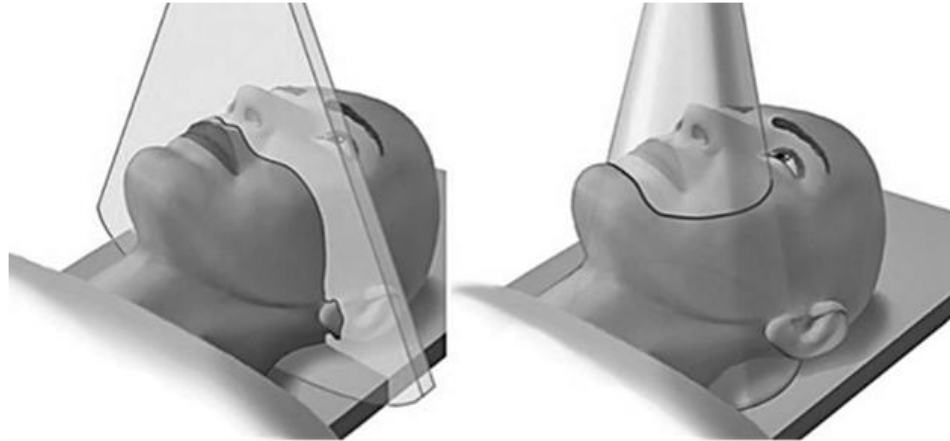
Incidencia del Haz de Rayos de Tomografía Convencional y Tomografía Computarizada de Haz Cónico (Imagen) <https://acortar.link/guTRhB>
